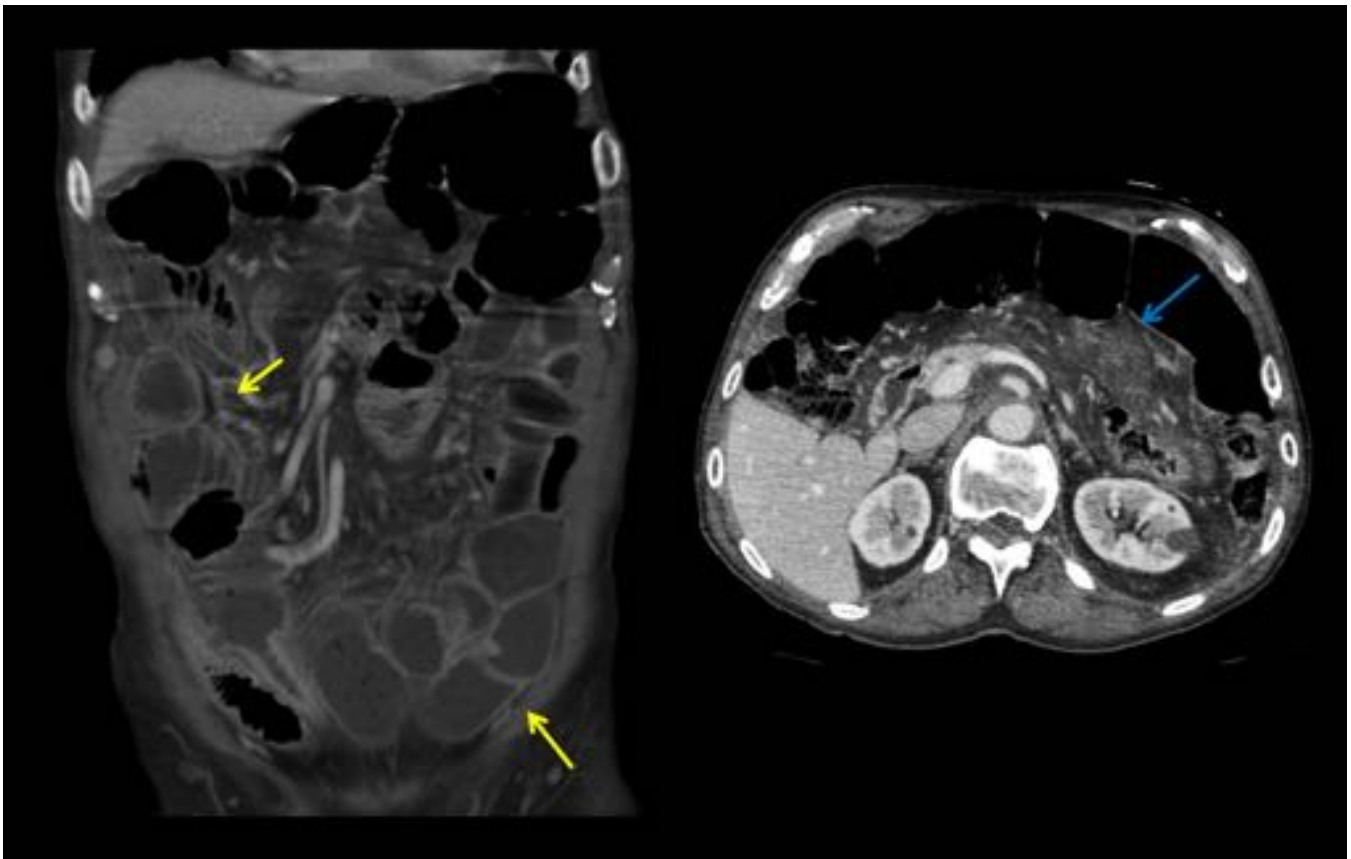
CASO 7 - TC TAP. Dilatación de yeyuno e íleon proximal sin objetivarse causa obstructiva (flechas amarillas). Aumento de atenuación de la grasa peritoneal (flecha azul).
